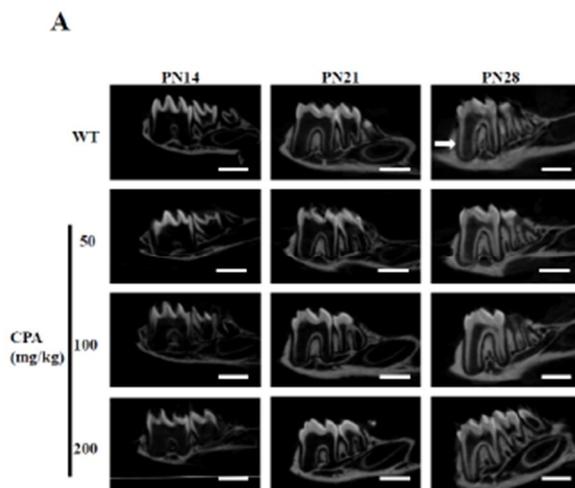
下顎第一臼歯の歯根長の  $\mu$ CT 画像
